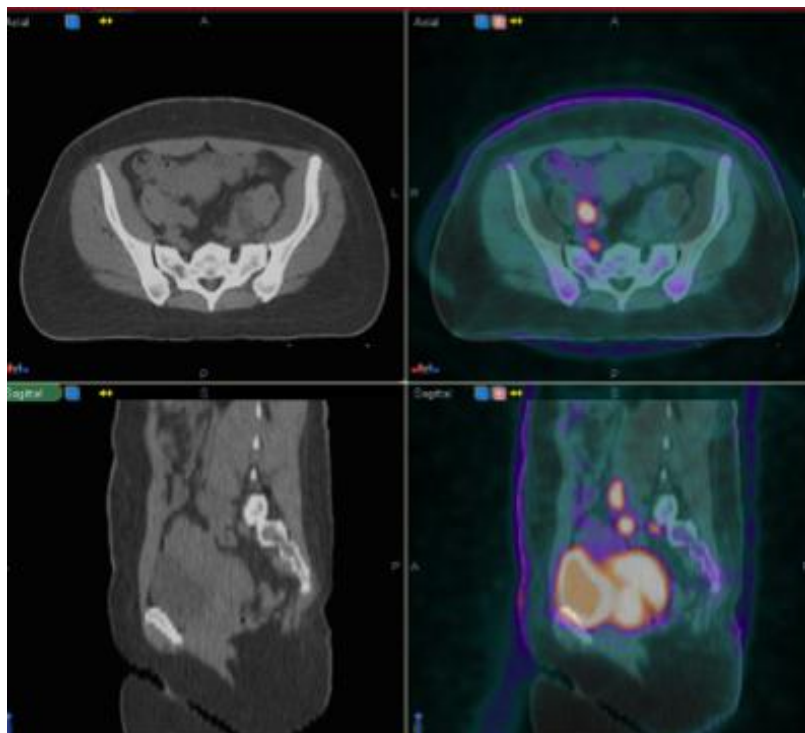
Imagens axiais e de reconstrução sagital da TC de planeamento (à esquerda) e imagens co-registadas da TC de planeamento e PET/CT (*VelocityAI*[®], IPOC/2013)
